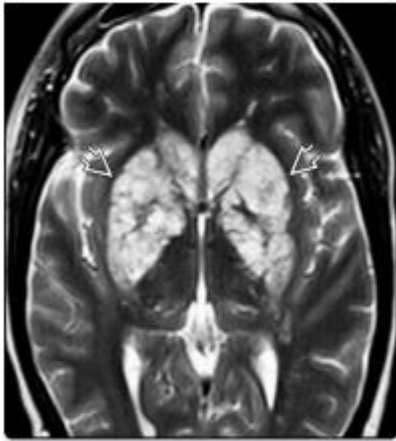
IRM cérébrale en coupe axiale en séquence pondérée T2 objectivant des multiples formations kystiques en hyper signal T2 dans les noyaux gris centraux caractéristique pseudo kystes gélatineux cryptococciques.
